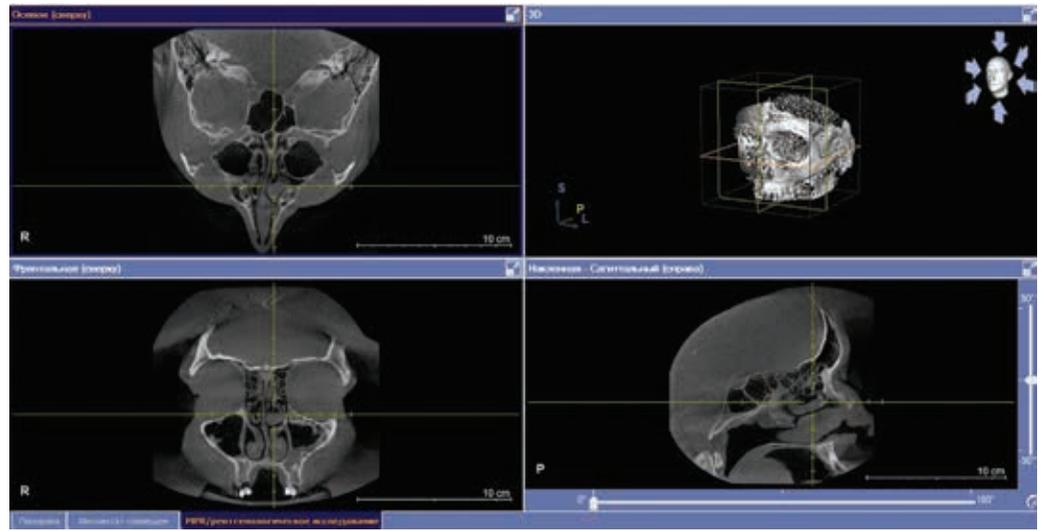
Компьютерная томография
